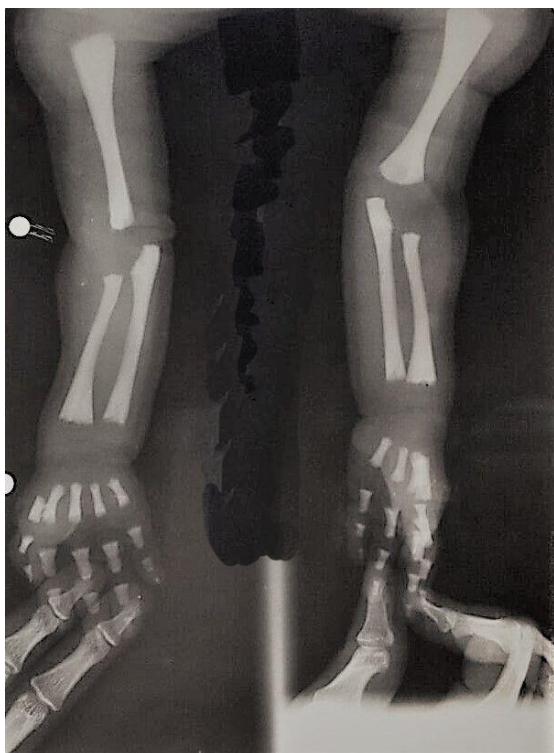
radiografia de membros superiores, esclerose óssea difusa, obliteração da medula dos ossos longos, impressão diagnóstica: osteopetrose
